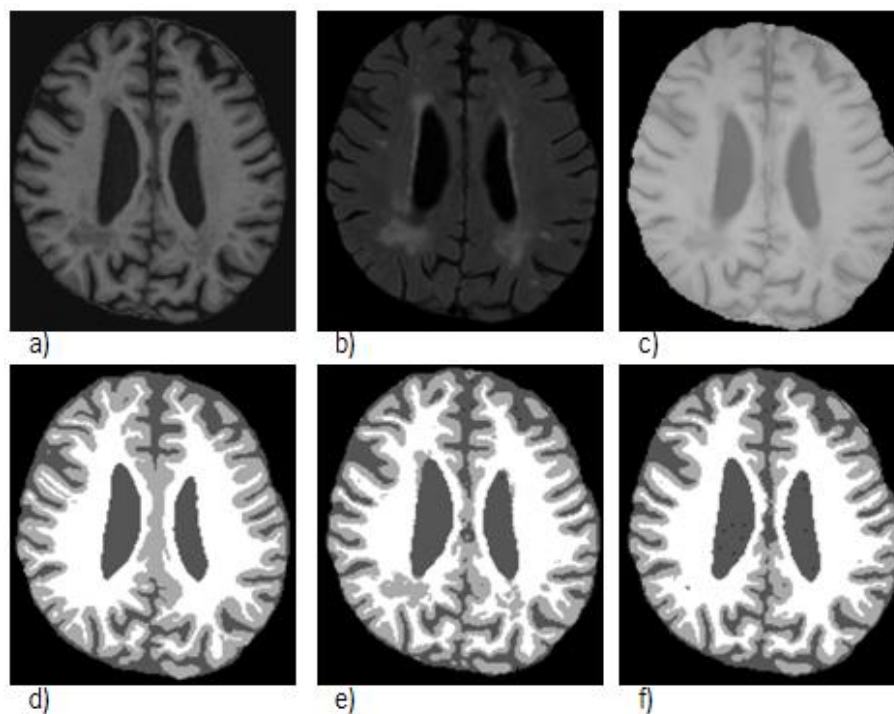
Exemplo de segmentação utilizando apenas T1. a) T1; b) FLAIR; c) T1 IR; d) segmentação manual; e) segmentação com características apenas da sequência T1; f) segmentação extraíndo características de todas as sequências.
